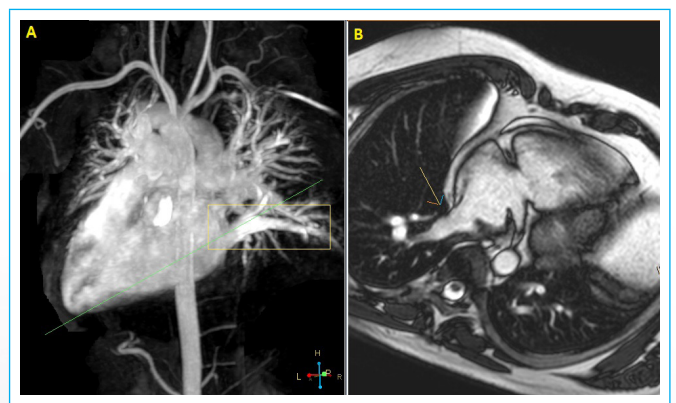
A) Angioresonancia que muestra estructura vascular desembocando en aurícula derecha (recuadro) B) Secuencia cine que objetiva desembocadura de vena cava inferior izquierda en aurícula derecha (flecha), que se corresponde con imagen de angioresonancia (A).
